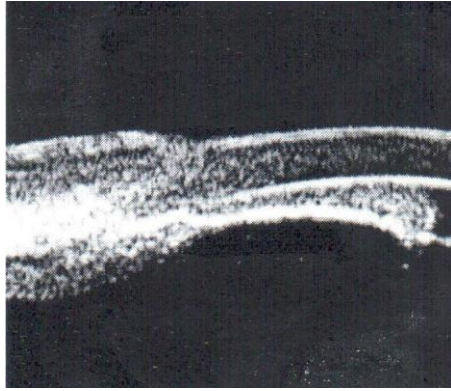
超声活体显微镜下见到的由于房水迷流/恶性青光眼所引起的完全无前房下的前房角关闭，虹膜紧贴角膜内皮层，前房消失。
